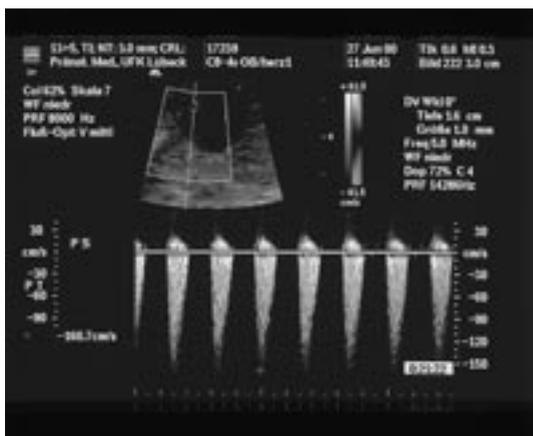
Die Spektraldoppler-Untersuchung zeigt eine hohe Blutflussgeschwindigkeit von 160,7 cm/s im Bereich der Pulmonalstenose bei dem gleichen Feten von Abb.2 in der 13+5 Schwangerschaftswoche
